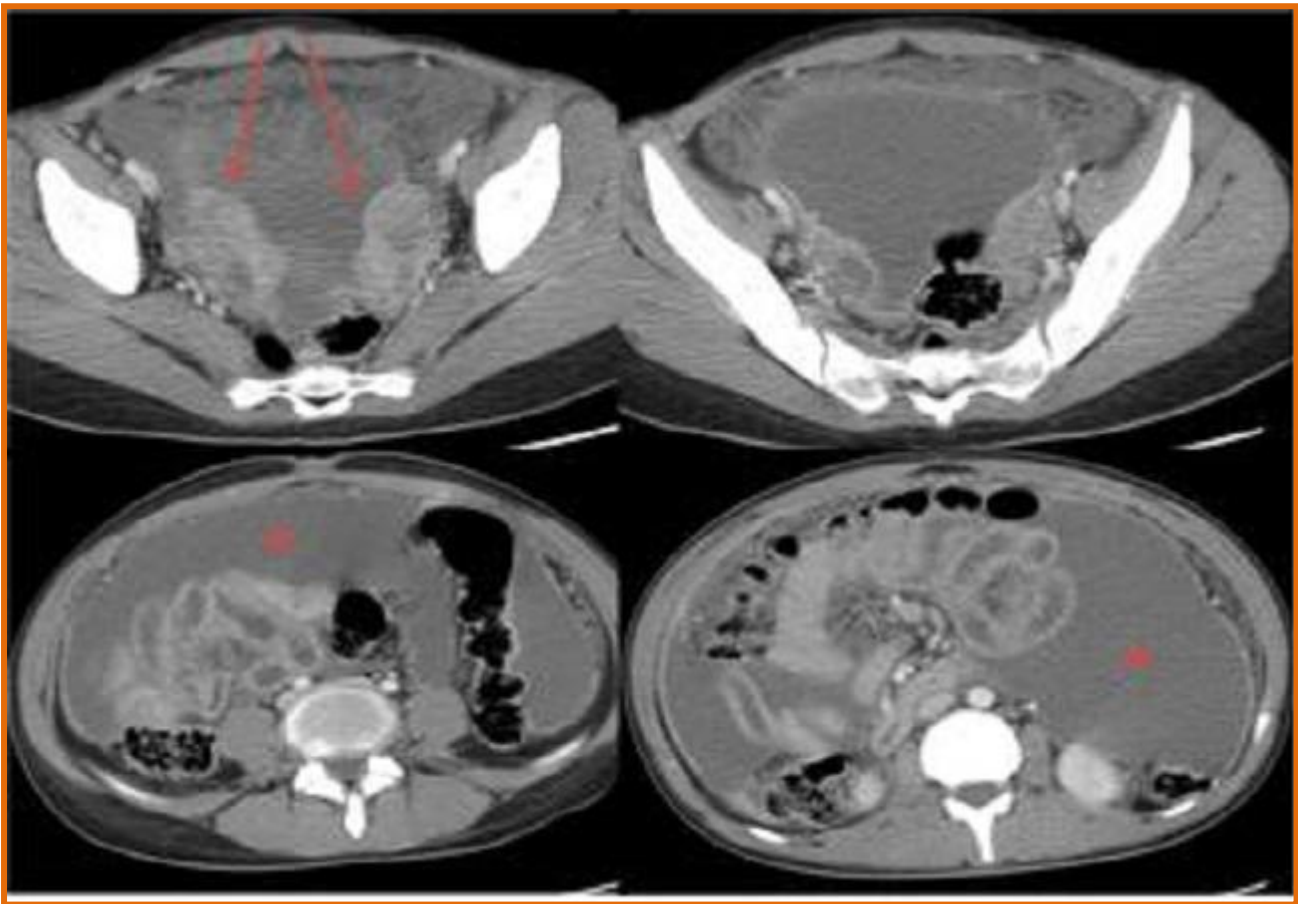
TDM abdomino-pelvienne, après injection du produit de contraste, coupes axiales objective deux masses solido-kystiques latéro-utérines (flèches), associées à une ascite encapsulante (étoile) avec épaissement et rehaussement péritonéal, en faveur de tumeurs ovariennes avec carcinose péritonéale
